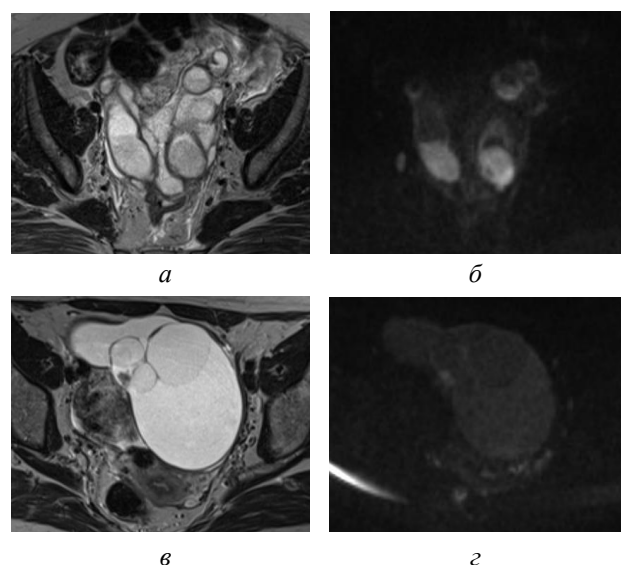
МР-диффузия в дифференциальной диагностике опухолей яичников и tuboovариальных абсцессов. Т2-ВИ (а, в) и ДВИ (б, г) в аксиальной плоскости у пациенток с двусторонним tuboovариальным абсцессом (а, б) и G2 аденокарциномой левого яичника (в, г). Жидкостное содержимое в абсцессе демонстрирует ограничение диффузии, тогда
